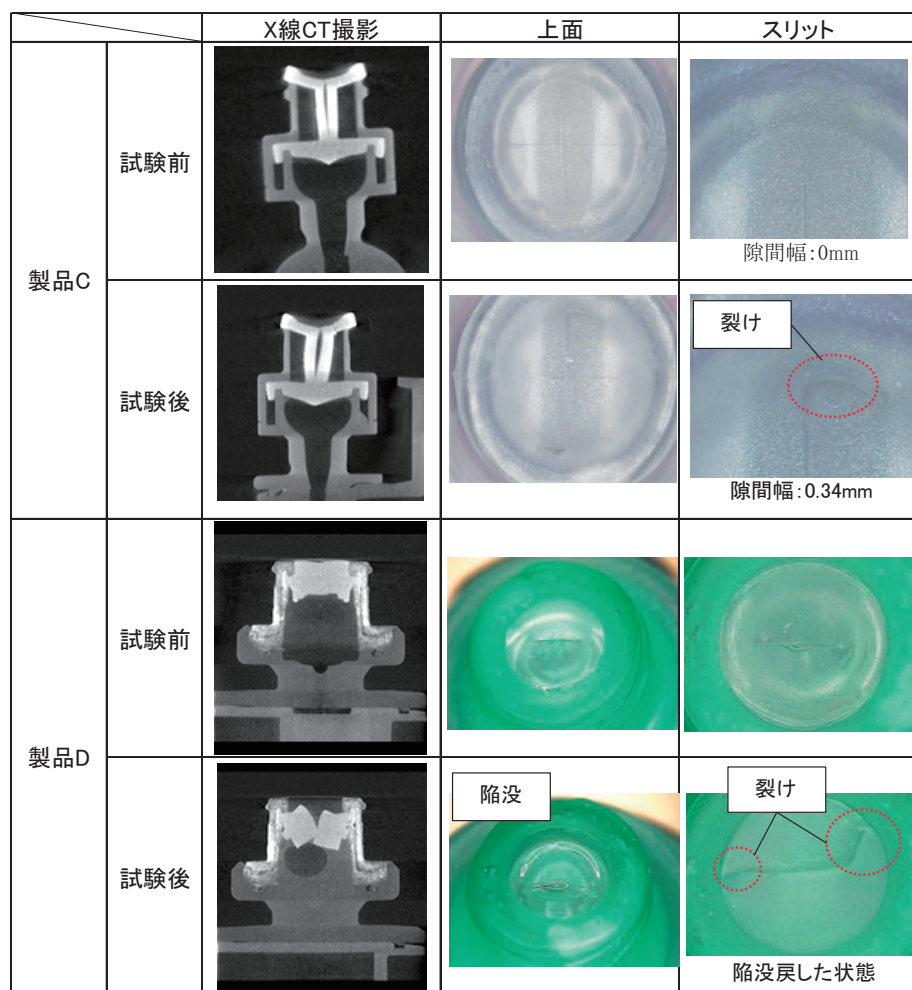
第一段階試験後の製品C・DにおけるX線CT撮影画像写真
